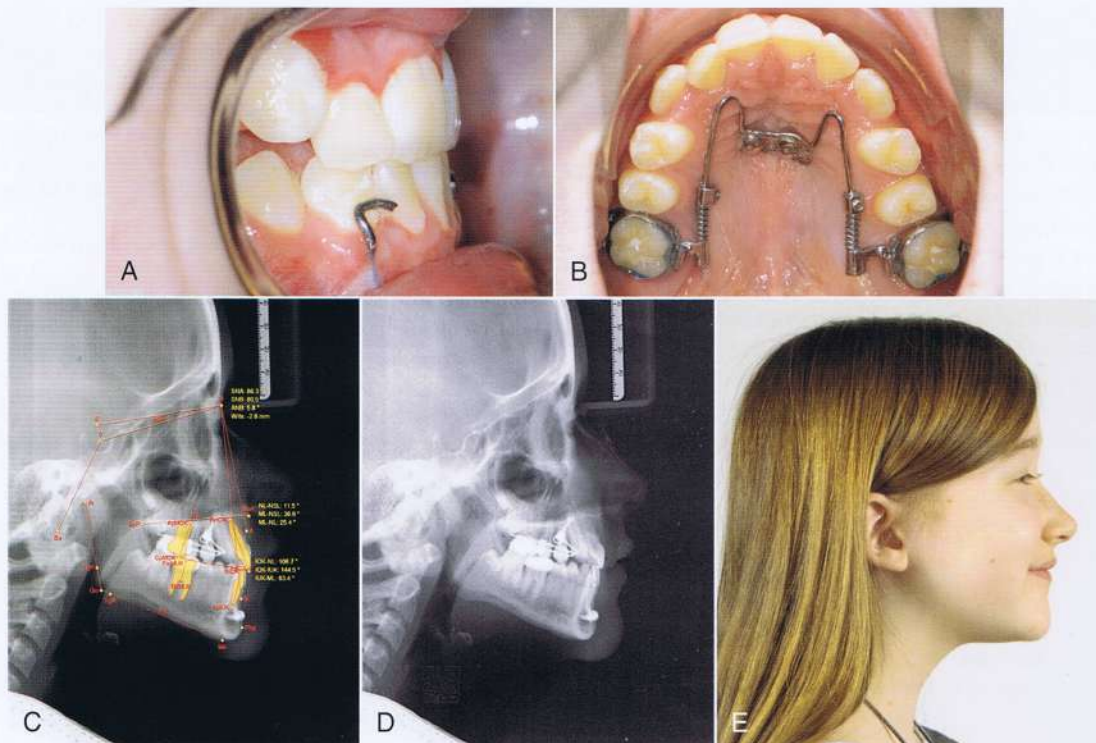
A y B, vistas intraorales, (C y D) radiografías y (E) vista del perfil al final de la fase I del tratamiento. Se mejoró la disgnatia Clase III (valoración Wits -2.6 mm) y se generó el espacio por la distalización de los molares.
